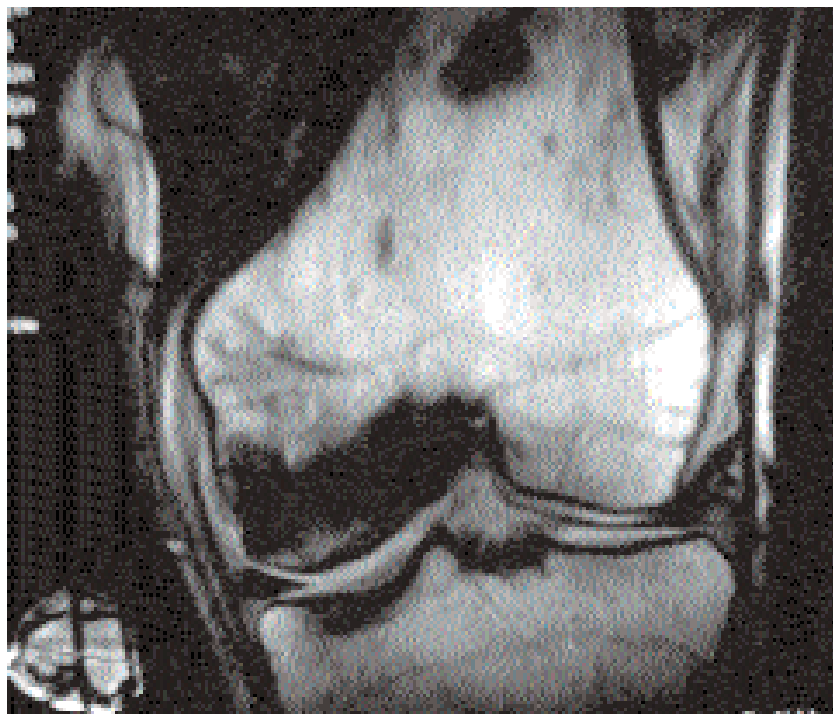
Ressonància magnètica (RM) del genoll dret
